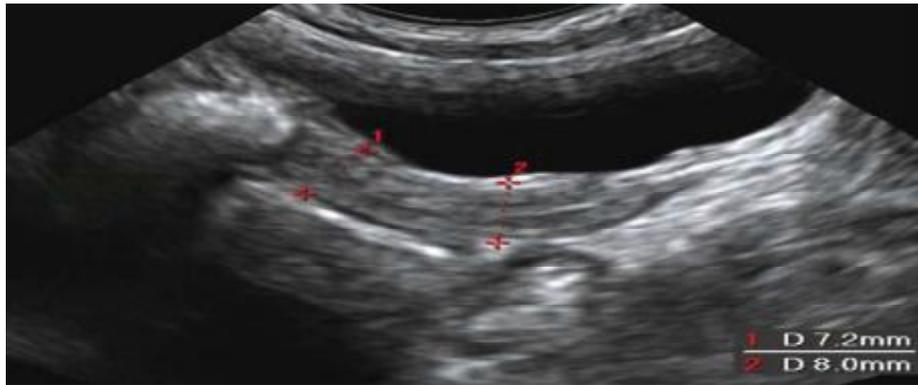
Image échographique d'un utérus en prépuberté
